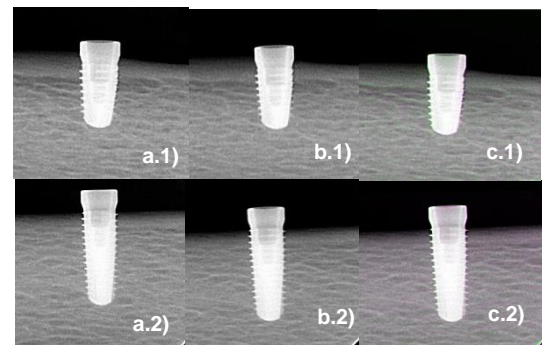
Radiografias das costelas bovinas: implante de 9 mm a.1) Antes da carga a.2) Depois da carga; implante 13 mm b.1) Antes da carga b.2) Depois da carga. Sobreposição de radiografias do 9 mm (c.1) e de 13 mm (c.2)
